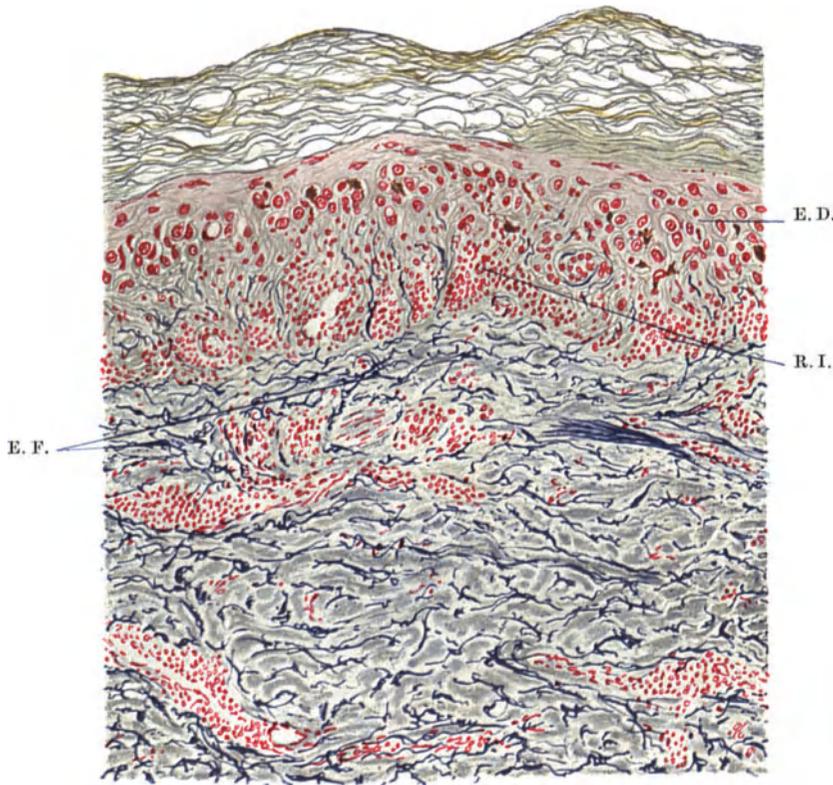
Schnitt durch eine 14 Tage alte Röntgendermatitis. (Weigert-Elastica-Färbung.)
